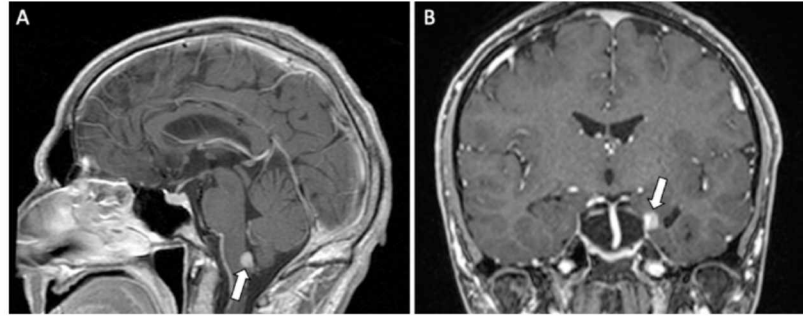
RM de hemangioblastomas encefálicos extra-cerebelares em pacientes com VHL. Sequências T1 após injeção do meio de contraste demonstrando nódulos com intenso realce no bulbo (plano sagital) de homem com 49 anos (A) e no lobo temporal esquerdo (plano coronal) no mesmo paciente da figura 3 (homem de 34 anos).
